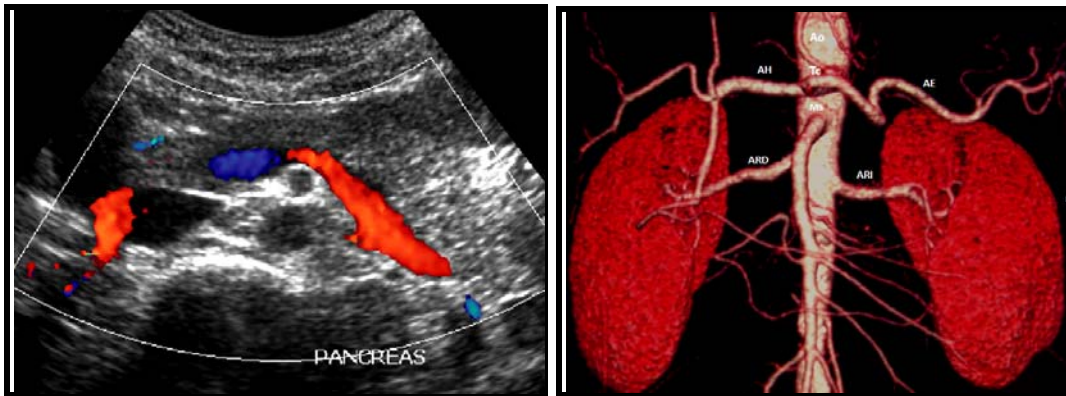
Figura # 8: Imagen Ultrasonido Doppler de páncreas donde se evidencian el flujo venoso normal de la Vena esplénica (en rojo) y su confluencia en cabeza de páncreas para formar la vena porta (en azul).
